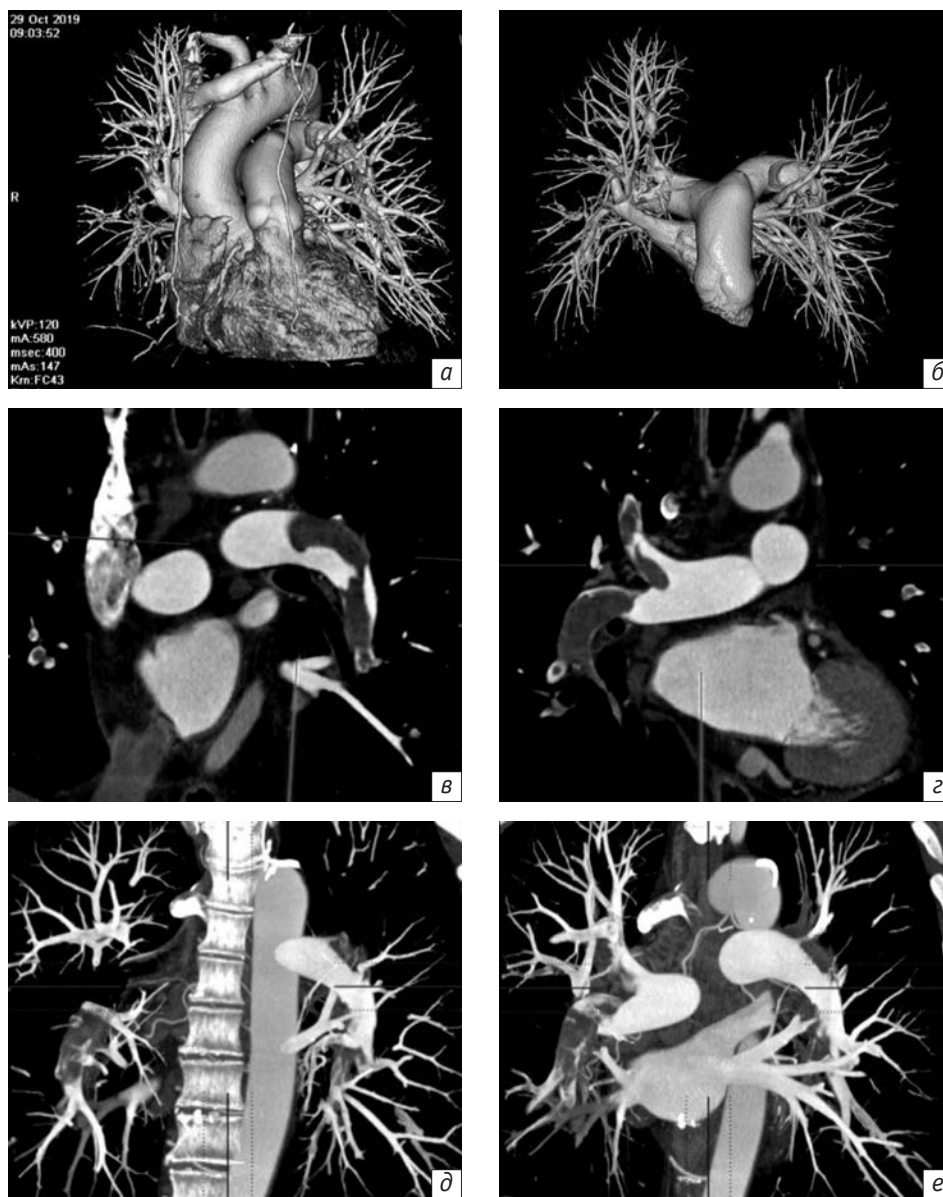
Результаты дооперационной МСКТ-ангиопульмонографии пациента С., 48 лет (от 29.10.2019 г.):
